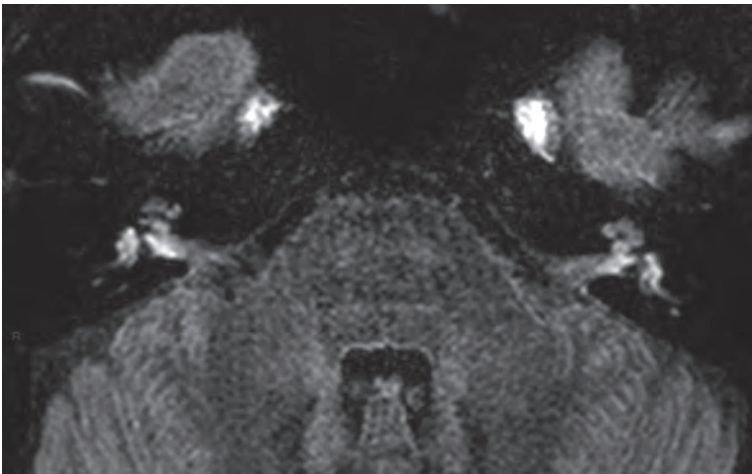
Image FLAIR 4 heures après injection IV d'une "double dose" de PdC : les deux labyrinthes sont opacifiés et il co-existe des signes d'opacification systémique (notamment les cavums de Meckel).
